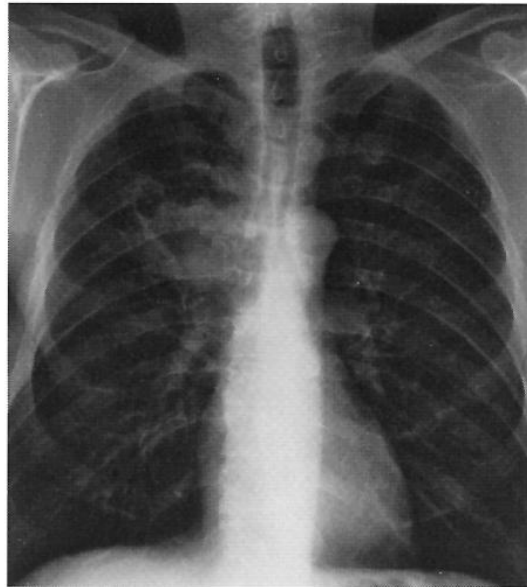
RADIOGRAFIE PULMONARĂ INCIDENȚĂ POSTERO-ANTERIOARĂ: OPACITATE MACRONODULARĂ, DE INTENSITATE COSTALĂ IMPRECIS DELIMITATĂ, LOCALIZATĂ ÎN ½ SUPERIOARĂ A CÂMPULUI PULMONAR DREPT
